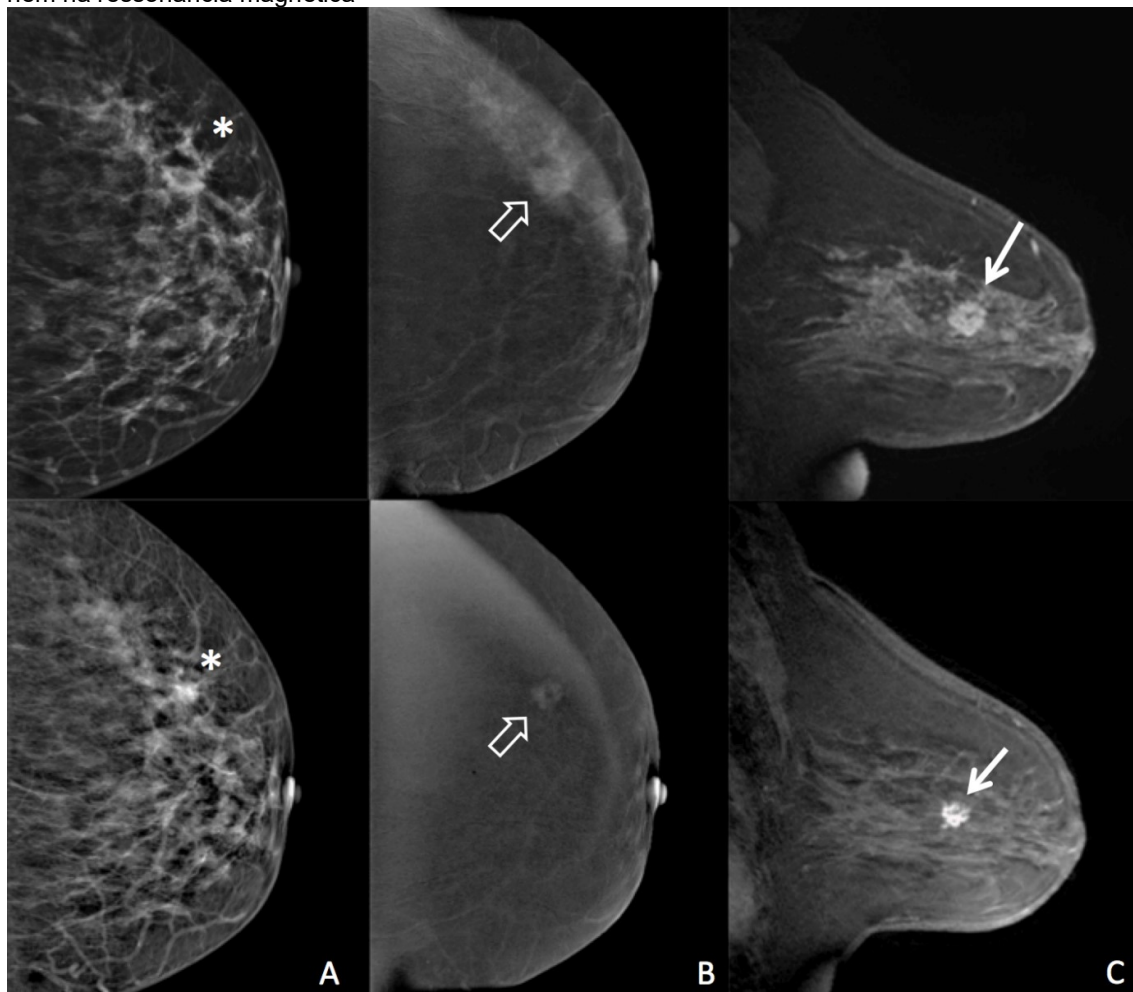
Mulher de 42 anos. Carcinoma ductal invasivo após quimioterapia neoadjuvante com doença residual. MG (a), MGMC (b) e RM (c) Pré-QTNEO (linha superior) e pós-QTNEO (linha inferior). Um nódulo com calcificações e distorção pode ser visto na MG (*). Realce nodular com margens irregulares foi evidenciado na MGMC (seta aberta) e RM (seta).
